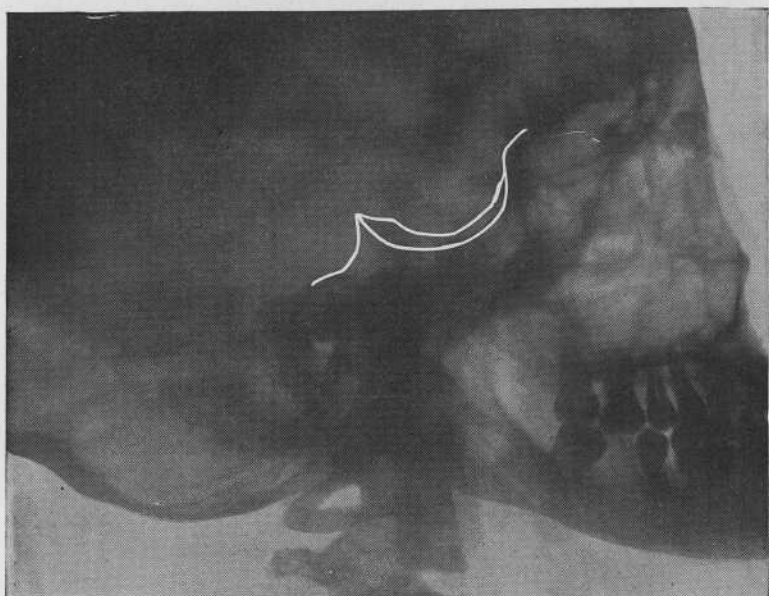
CAS (N° 1) DE EVANS. RADIOGRAPHIE DE LA SELLE TURCIQUE.
